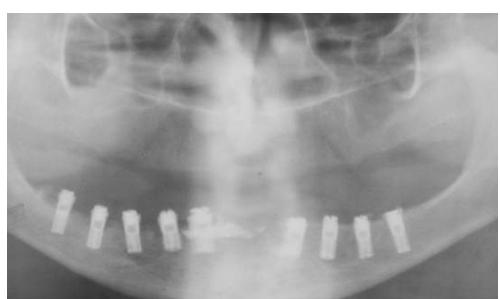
Рентгенограмма больной X. после дентальной имплантации
